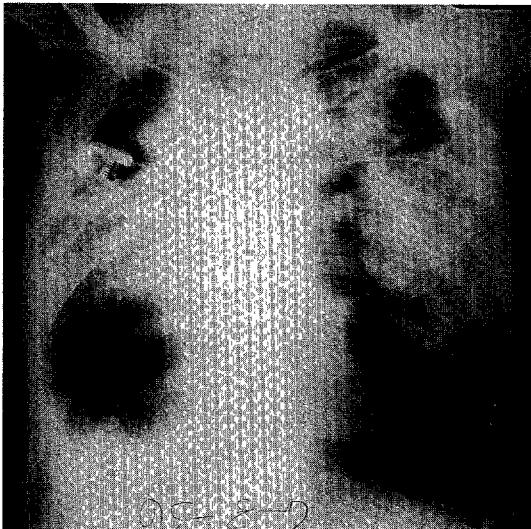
Chest X-ray of second admission. As compared to first admission, more aggravated patch and ill-defined streaky density suggesting pulmonary hemorrhage was noted on both lung fields.
